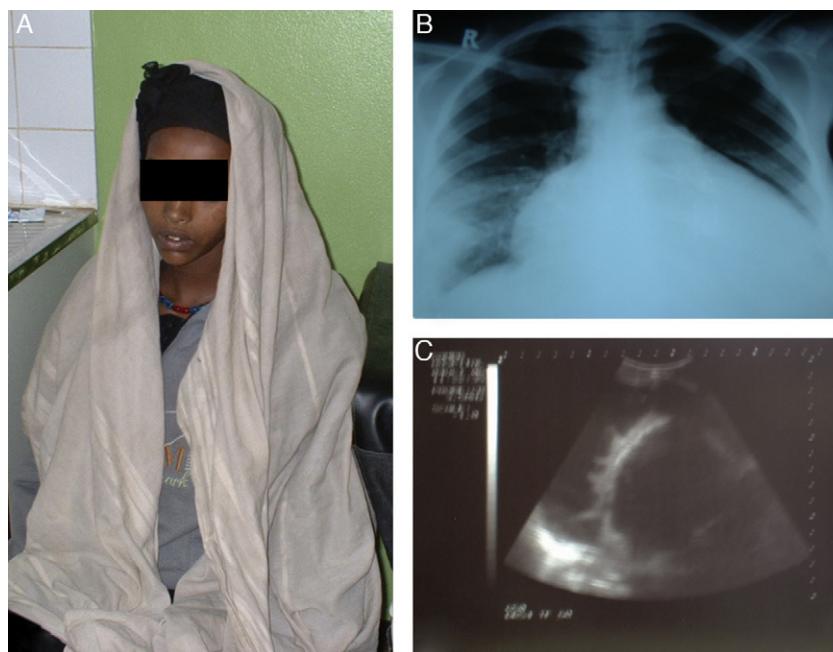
A) Paciente con disnea. B) Radiografía torácica con un aumento de silueta cardiaca en tienda de campaña. C) Ecografía cardiaca con un derrame pleural con fibrina.
